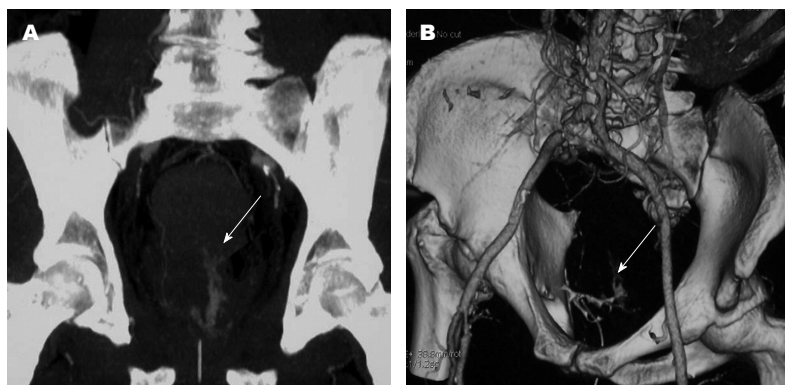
CTA(A)及重建图像(B)显示直肠异常血管的活动性出血(箭头所示). 引自参考文献[40].
